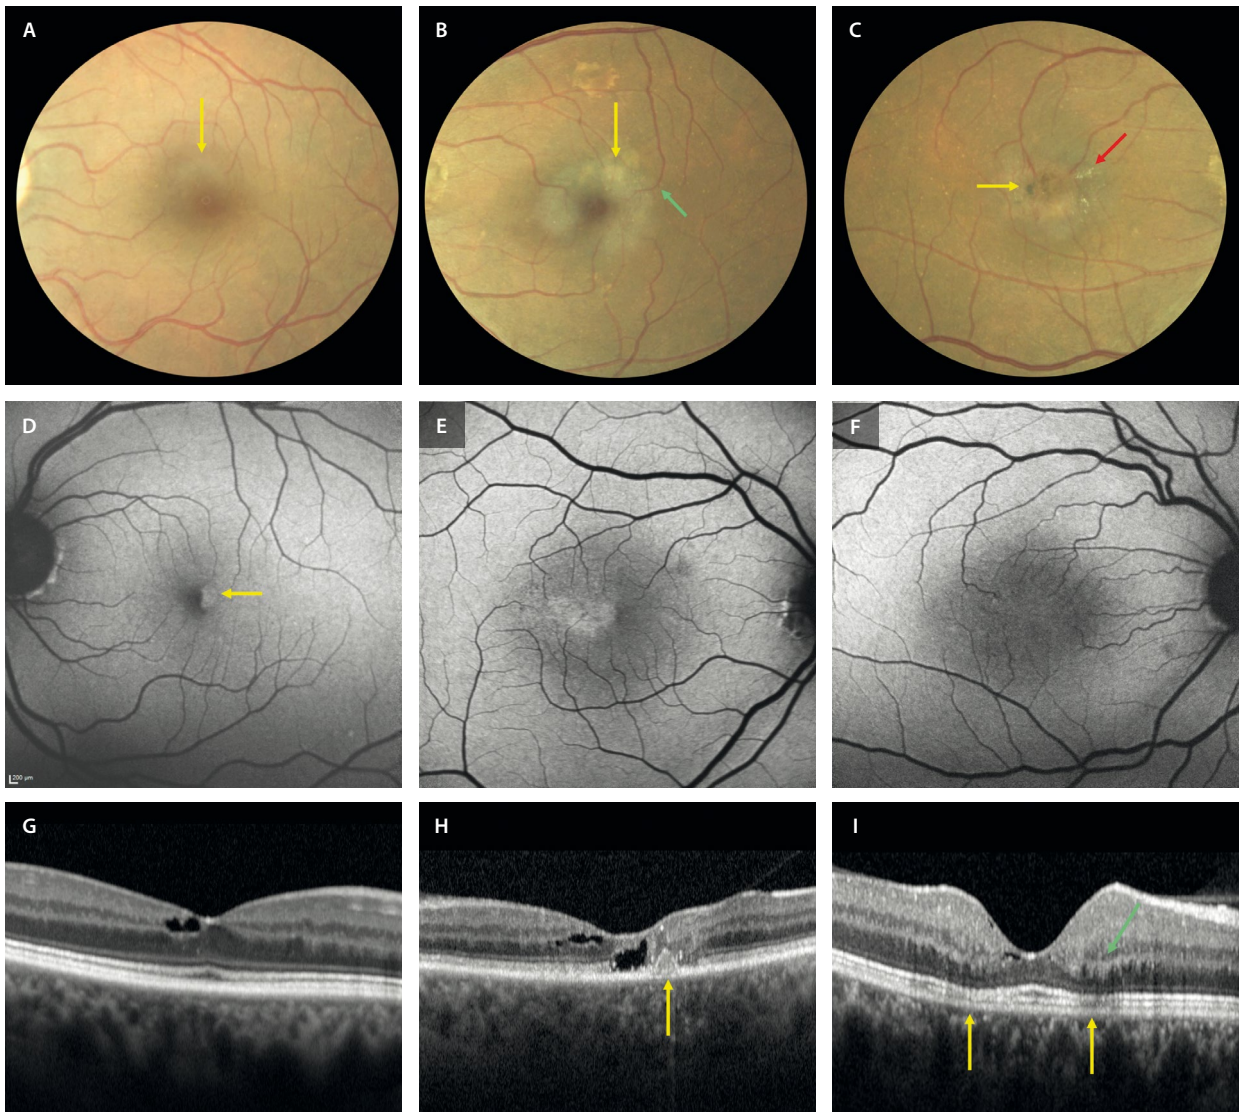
Casos de telangiectasias maculares de tipo 2 con signos correspondientes a diferentes estadios de gravedad. A-C) Retinografías a color. A) Hipopigmentación perifoveal superior de aspecto grisáceo (flecha amarilla). B) Aumento de la hipopigmentación (flecha amarilla) y vénula rectificada en el margen temporal (flecha verde). C) Caso más severo con hipopigmentación y atrofia, así como cristales refringentes (flecha roja) y pigmento (flecha amarilla). D-F) Autofluorescencia azul. D) Disminución de hipofluorescencia en el margen foveal temporal (flecha amarilla). E y F) Ausencia de hipofluorescencia foveal en un estadio más avanzado. G-I) Tomografía de coherencia óptica. G) Cavitación retiniana hiporreflectiva con bordes angulados. H) Cavitación retiniana en capas internas y externas con hiperplasia del epitelio pigmentario de la retina (flecha amarilla) y adelgazamiento retiniano. I) Pérdida de definición de las capas internas perifoveales y aumento de la reflectividad de la capa plexiforme externa (flecha verde) por la atrofia de la capa de elipsoides perifoveal (flechas amarillas).
